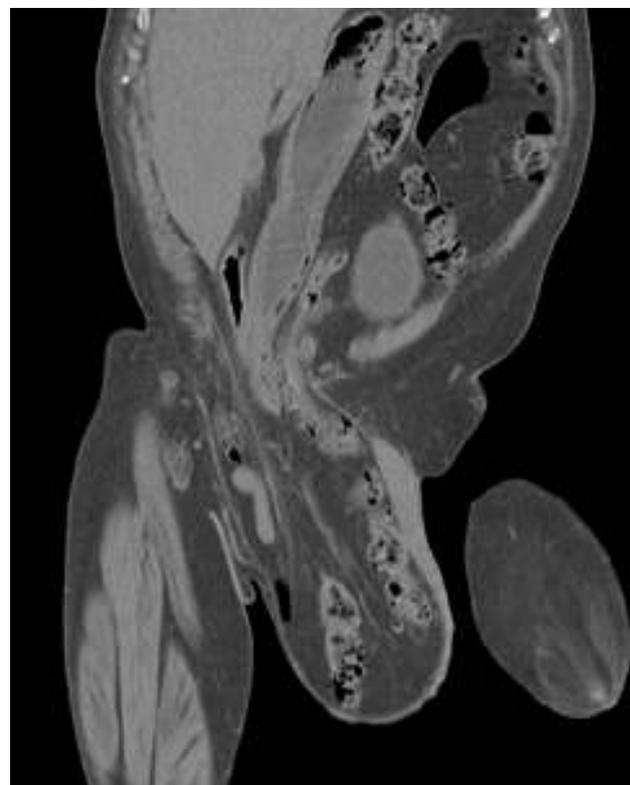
TC muestra hernia inguinal derecha de gran tamaño, con inclusión parcial de antro gástrico, colon transverso y asas de intestino delgado.
